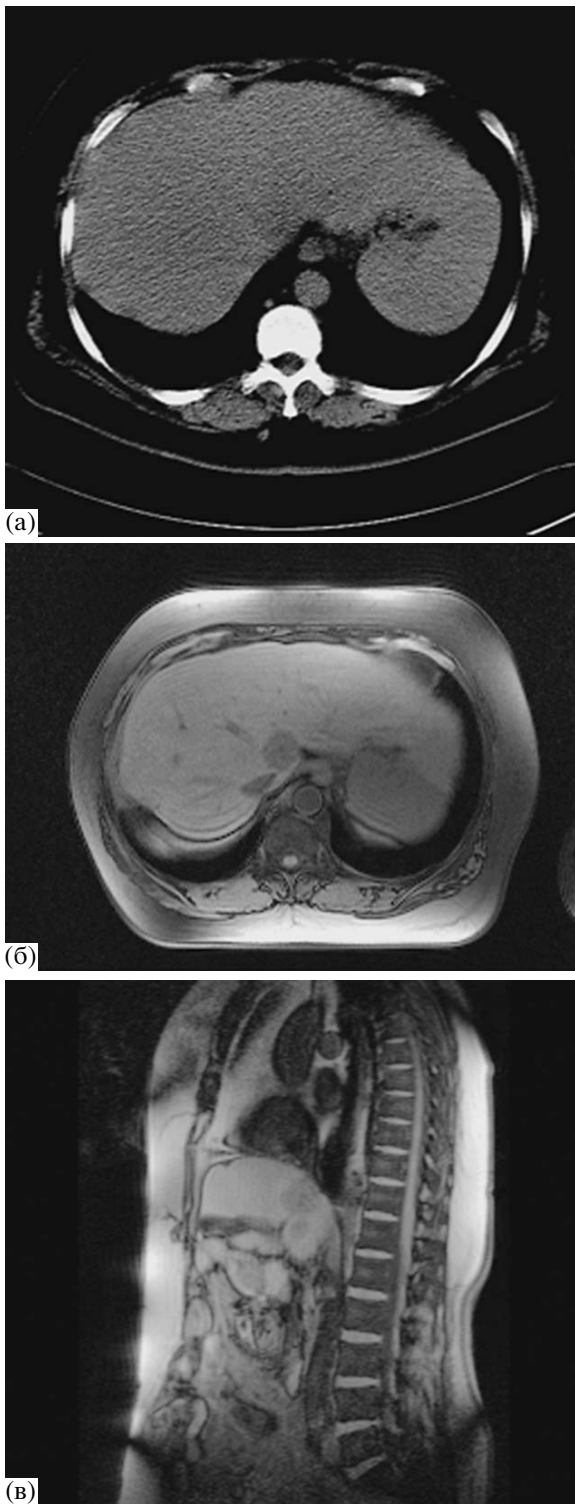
Томограммы больного Б., 52 лет. а – компьютерная. Нативное (бесконтрастное) исследование. Явных метастатических очагов в печени не определяется; б – магнитно-резонансная в аксиальной проекции. T1-взвешенное изображение. Нативное (бесконтрастное) исследование. Не определяемый при КТ метастаз отчетливо визуализируется при МРТ; в – магнитно-резонансная в сагиттальной проекции. T1-изображение. Нативное (бесконтрастное) исследование. Оценка состояния печени в данной проекции позволила выявить еще один дополнительный метастаз в I сегменте печени.
